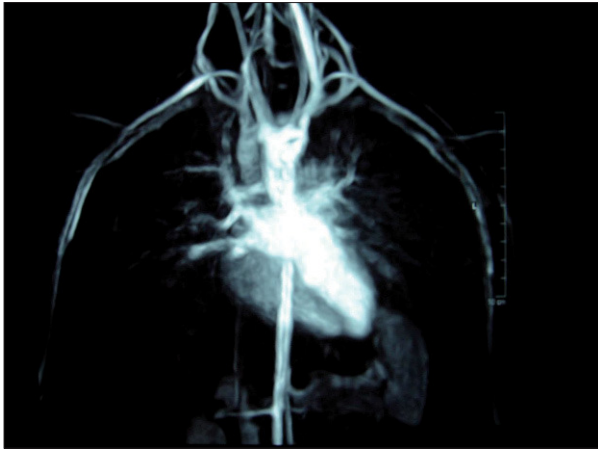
Angio-RM en la que se objetiva doble arco aórtico, con los troncos supraaórticos emergiendo de cada arco aórtico.
